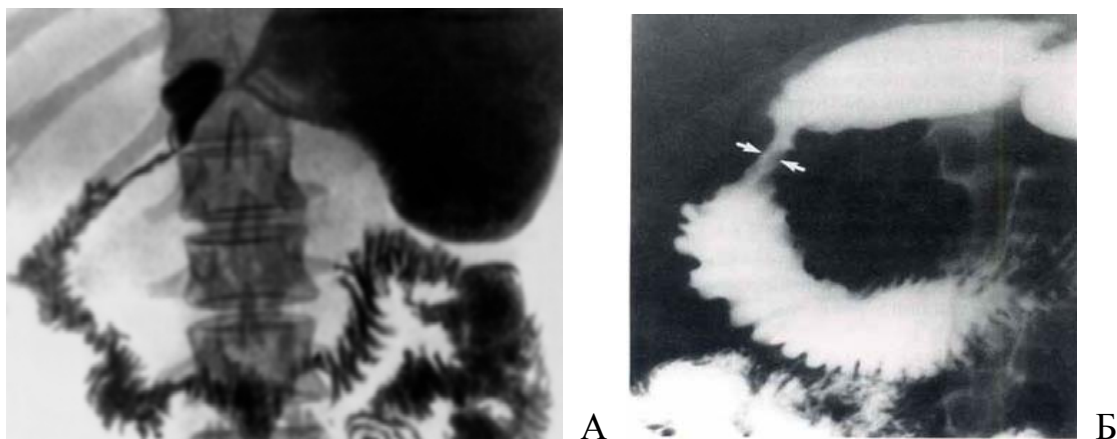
контрастная рентгенография желудка и 12-пк: А - сдавление антрального отдела желудка и 12-пк, развернутость подковы 12-пк; Б – локальное сдавление 12-пк
